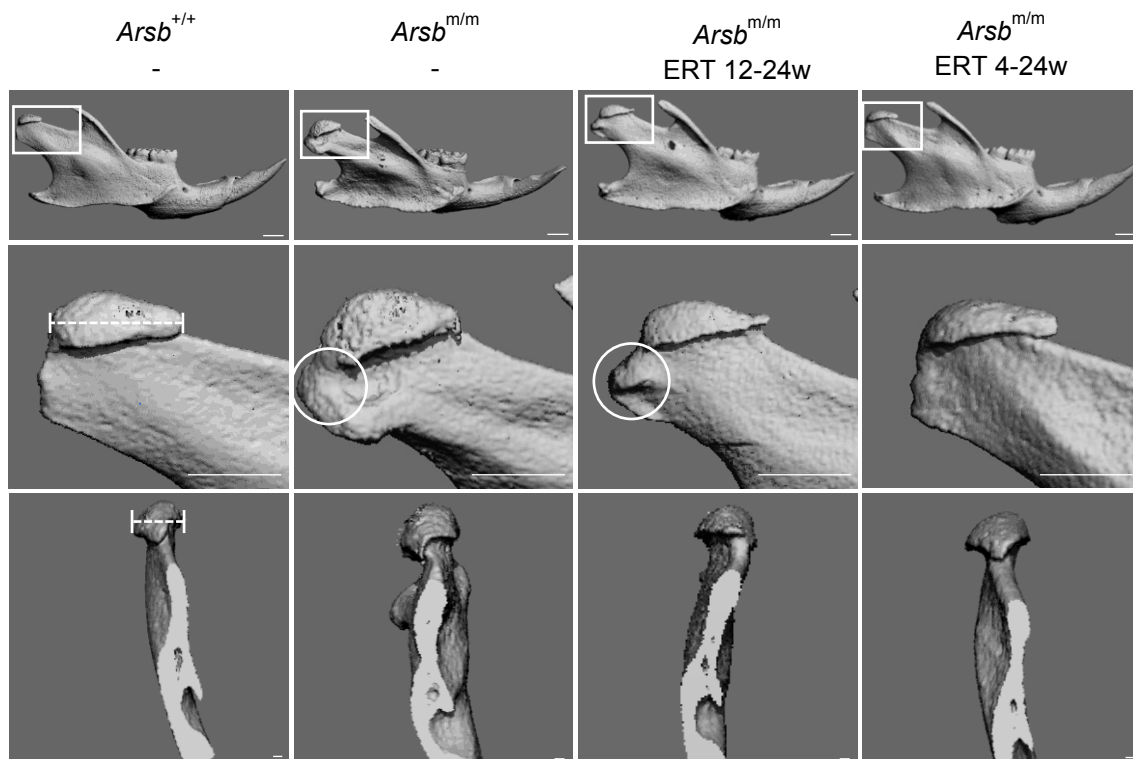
Dreidimensionale μ CT-Rekonstruktion des Unterkiefers von 24 Wochen alten Wildtyp-, *Arsb*^{m/m}-Mäusen und *Arsb*^{m/m}-Mäusen mit Enzymersatztherapie (*Arsb*^{m/m} ERT 12-24w und *Arsb*^{m/m} ERT 4-24w). Übersichtsaufnahme (oben) der gesamten Mandibula von lateral mit Vergrößerung auf das Kiefergelenkköpfchen und Darstellung der Messgröße „Länge des Caput mandibulae“ (Mitte). Maßstabsbalken: 1mm. Unten ist eine angeschnittene Darstellung auf das Kiefergelenk von Frontal zu sehen mit der Messgröße „Breite des Caput mandibulae“. Maßstabsbalken: 0,1mm. Erkennbar sind hier die Formveränderungen des Kiefergelenkköpfchens bei *Arsb*^{m/m} und *Arsb*^{m/m} ERT 12-24w sowie deren Knochenexostosen distal (Kreis). Außerdem ist eine Verdickung des Proc. coronoideus und die Knochenexostose am Unterrand der Mandibula zu erkennen. *Arsb*^{m/m} ERT 4-24w zeigen lediglich eine gering ausgeprägte Knochenexostose am Unterrand der Mandibula.
